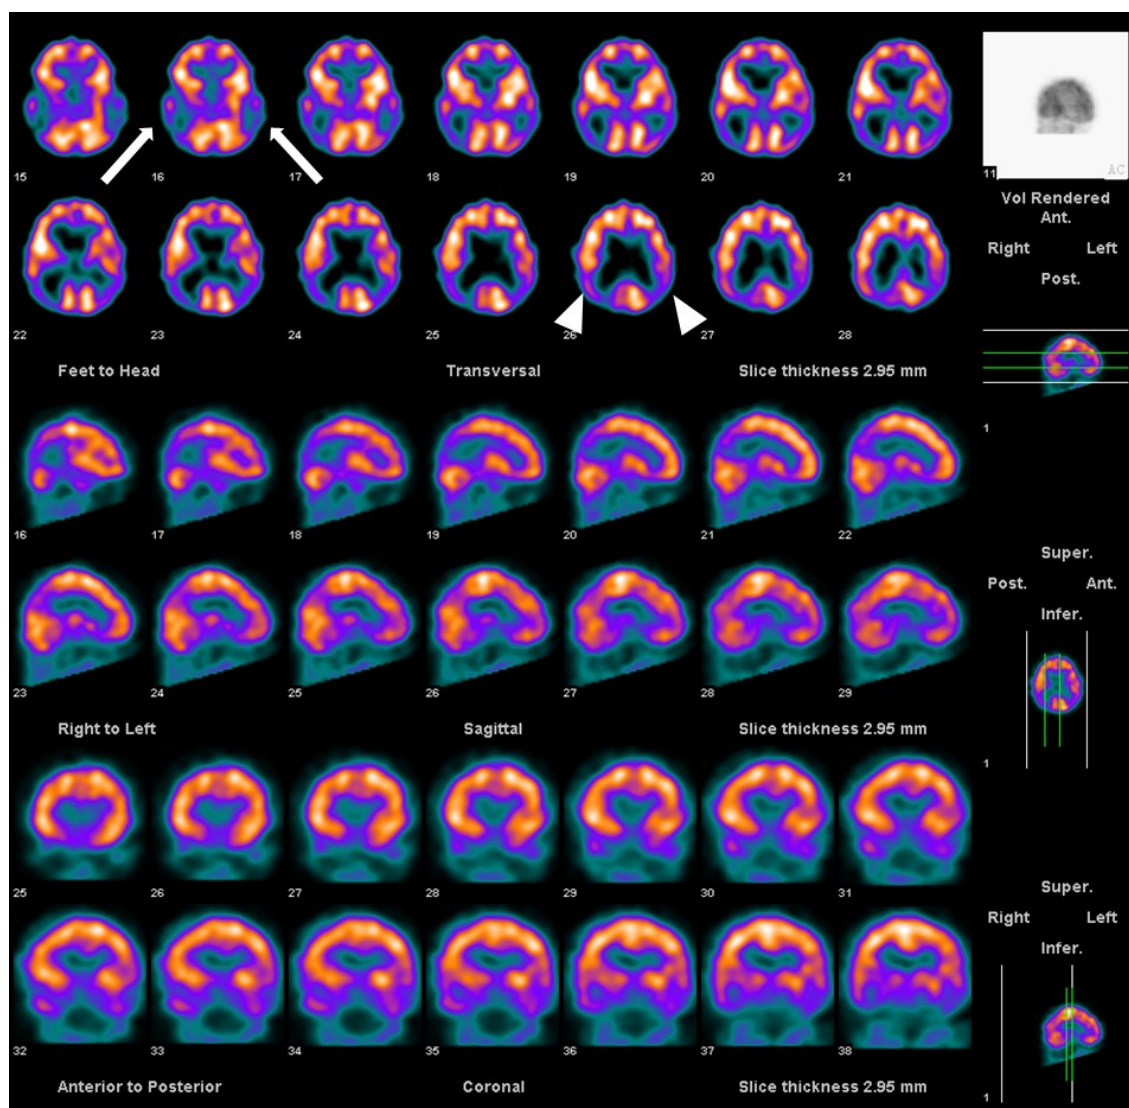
Перфузионная ОФЭКТ головного мозга. Томосцинтиграфические срезы в аксиальной, корональной и фронтальной плоскостях. Женщина, 77 лет, балл по MMSE 19. Белыми треугольными стрелками указана гипофиксация РФП в теменных долях, длинными белыми стрелками – гипофиксация РФП в проекции височных долей.
